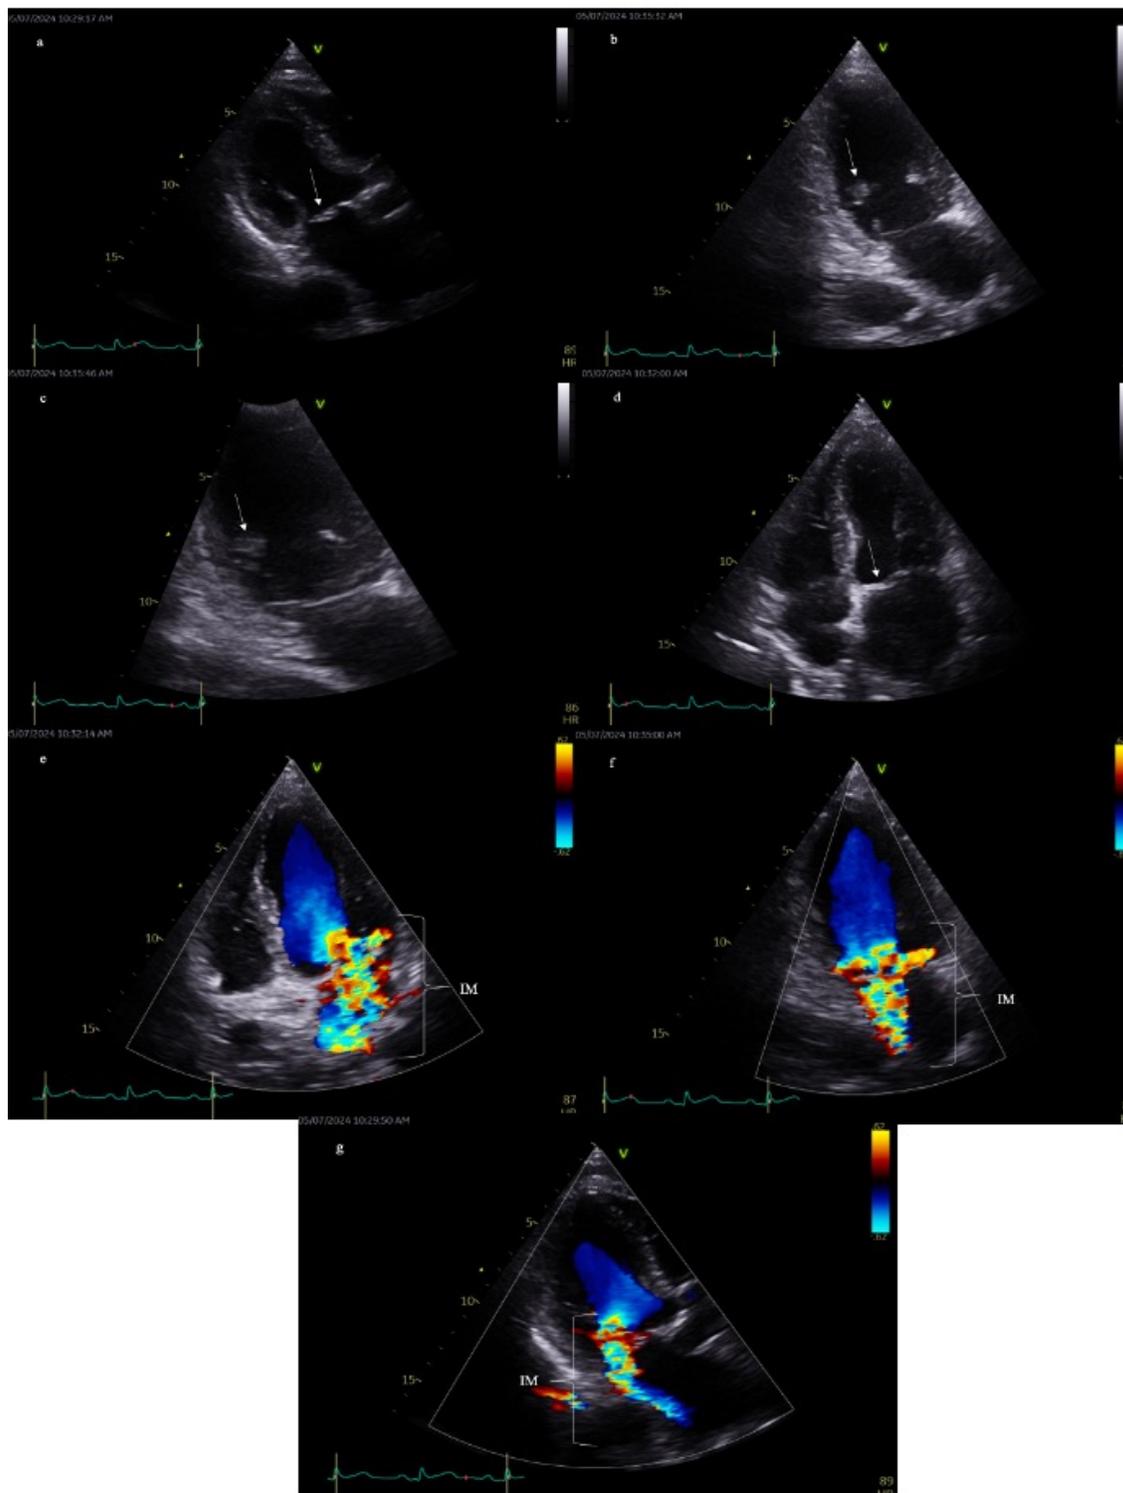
Ecocardiograma transtorácico. a: aproximación apical de 3 cámaras: flail del segmento A2 (flecha). b: aproximación apical de 2 cámaras: rotura del músculo papilar posterior (flecha). c: aproximación apical de 2 cámaras con aumento: rotura del músculo papilar posterior (flecha). d: aproximación apical de 4 cámaras: prolapso del segmento A3 (flecha). e, f y g: aproximaciones apicales de 4, 2 y 3 cámaras con modo Doppler color: insuficiencia mitral severa aguda (IM, llaves).
